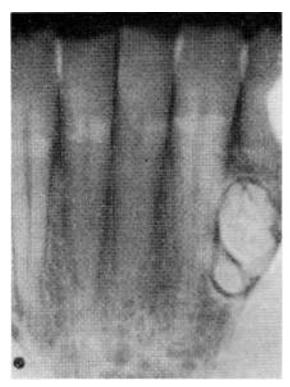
Radiografía dental: odontoma compuesto complejo.
